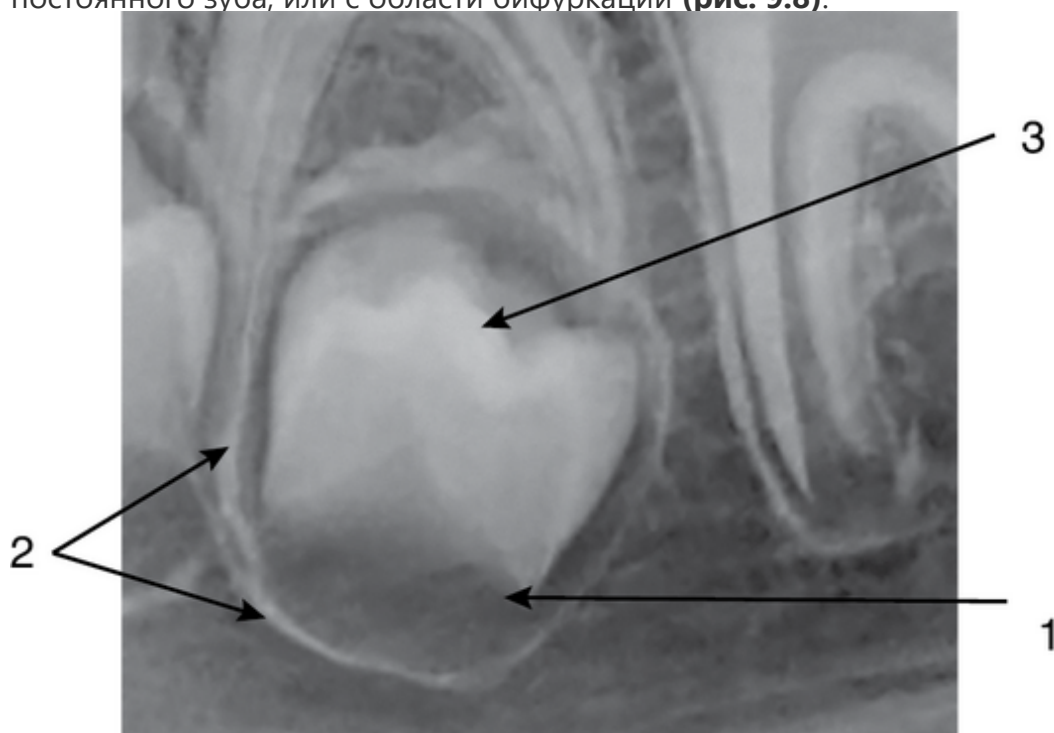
Внутриротовая контактная рентгенограмма (фрагмент) 7.5 зуба и фолликула зачатка постоянного 3.5 зуба (1). Компактная пластинка стенки фолликула (2), коронка зачатка 3.5 зуба (3)
